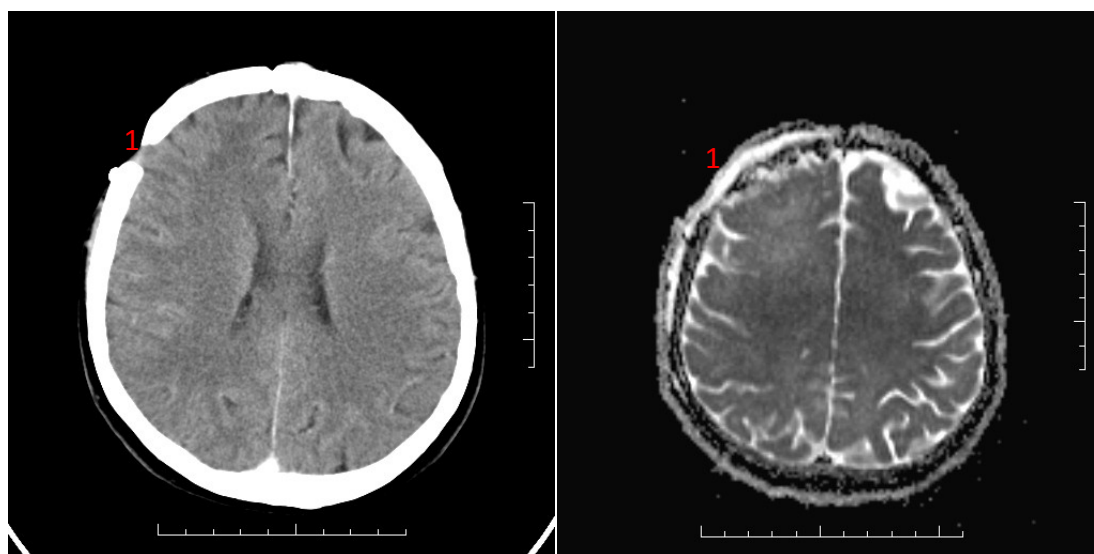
CT snímek (nalevo) a MRI snímek (napravo) znázorňující levou hemisféru s viditelnými sulkami (1) a pravou hemisféru s patologickou změnou (2)
